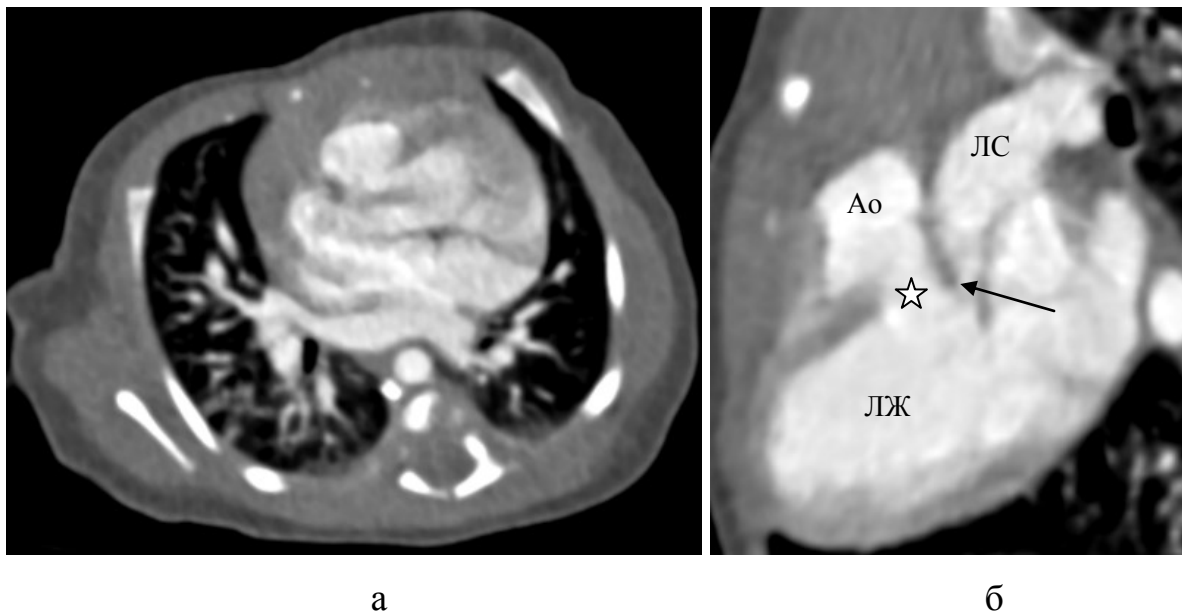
Ребенок П., 20-й день жизни; 020PPN. На КТ-ангиокардиограмме в аксиальной плоскости по данным анализа «легочный ствол отходит от ПЖ в непосредственной близости от устья аорты» (а). В реформации по длинной оси левого желудочка (б) визуализируется суженный выходной отдел левого желудочка (стрелка) и отходящий от него легочный ствол, под аортой располагается дефект межжелудочковой перегородки (звездочка). Эти данные подтверждены записью протокола операции на сердце: «аорта отходит от правого желудочка, легочный ствол отходит от левого желудочка, трансвентрикулярно и трансатриально ревизована анатомия левого желудочка, стеноз ВОЛЖ представлен за счет
